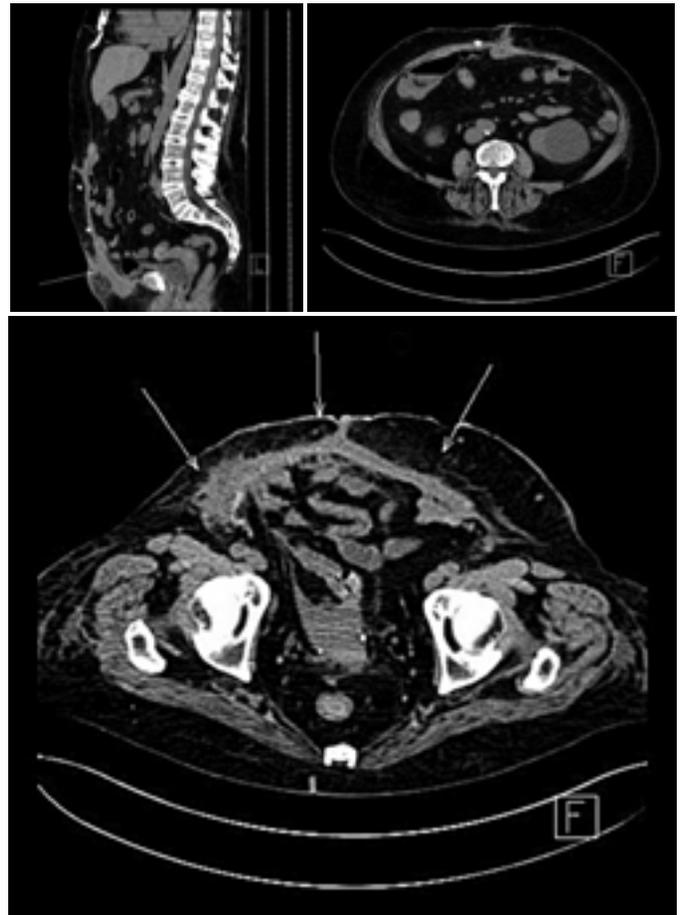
а, 7 б, 7 в. МСКТ на фоне воспалительных изменений в области сетки. Стрелками указаны воспалительно-измененные ткани
